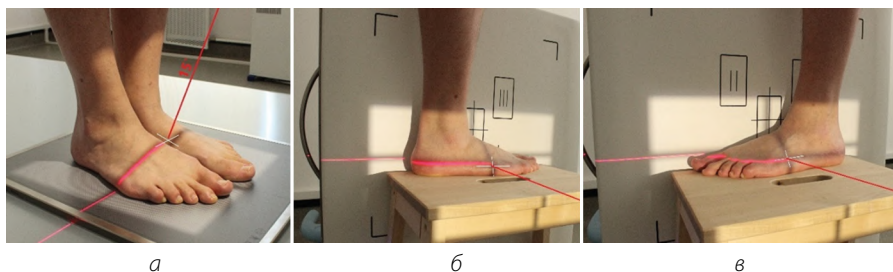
Рентгенография стоп: а – задняя прямая проекция; б – правая боковая проекция с нагрузкой; в – левая боковая проекция с нагрузкой
